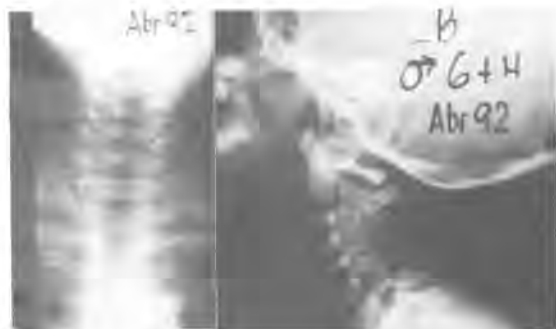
Las radiografías tomadas tres meses después muestran desaparición de la calcificación y disminución de la altura de los cuerpos vertebrales.
